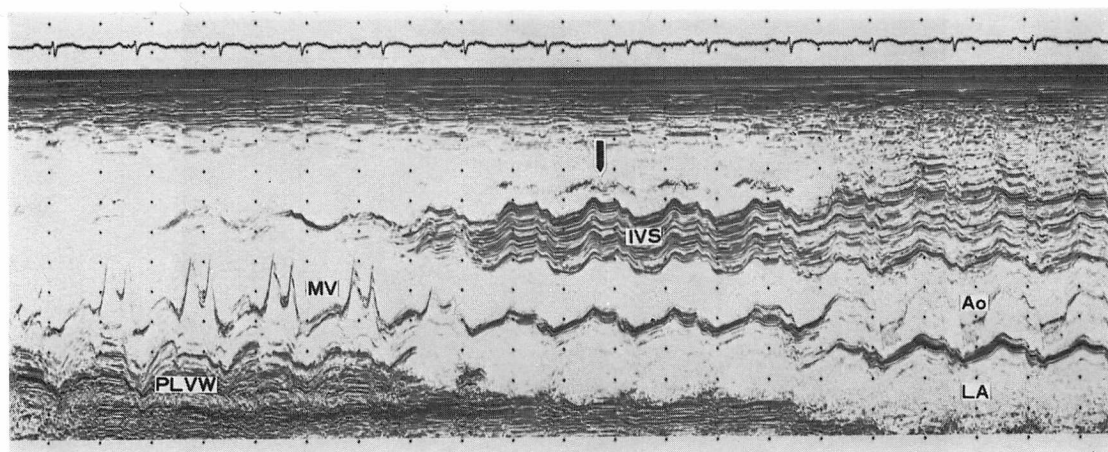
M-mode echocardiogram from Case 1 after cerebral embolism.
